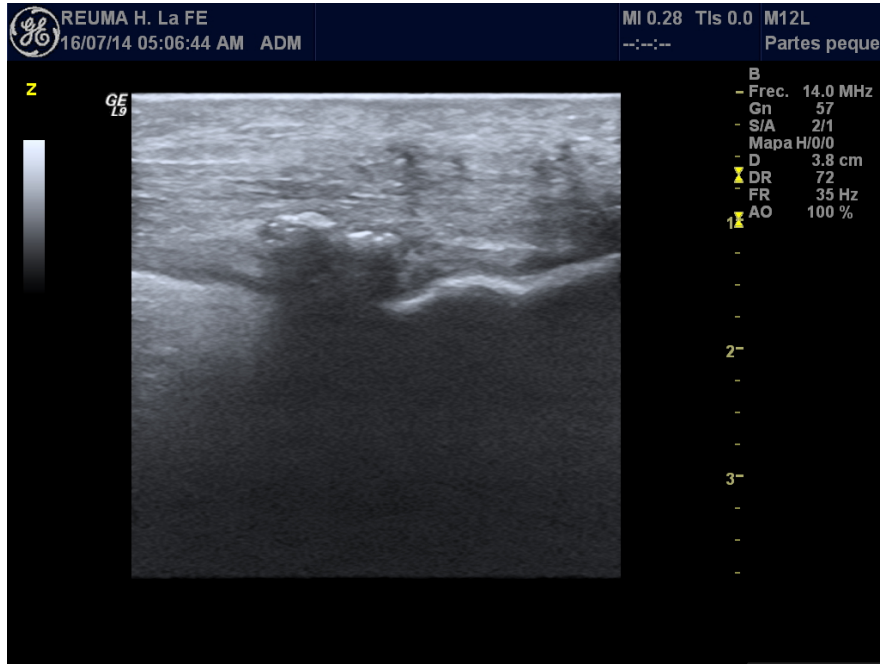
Ecografía de entesis de Aquiles donde se aprecia una pérdida del patrón fibrilar del tendón, hipoecogenicidad y calcificaciones en el interior del tendón que producen “sombra acústica” al no transmitir los ecos por debajo.
